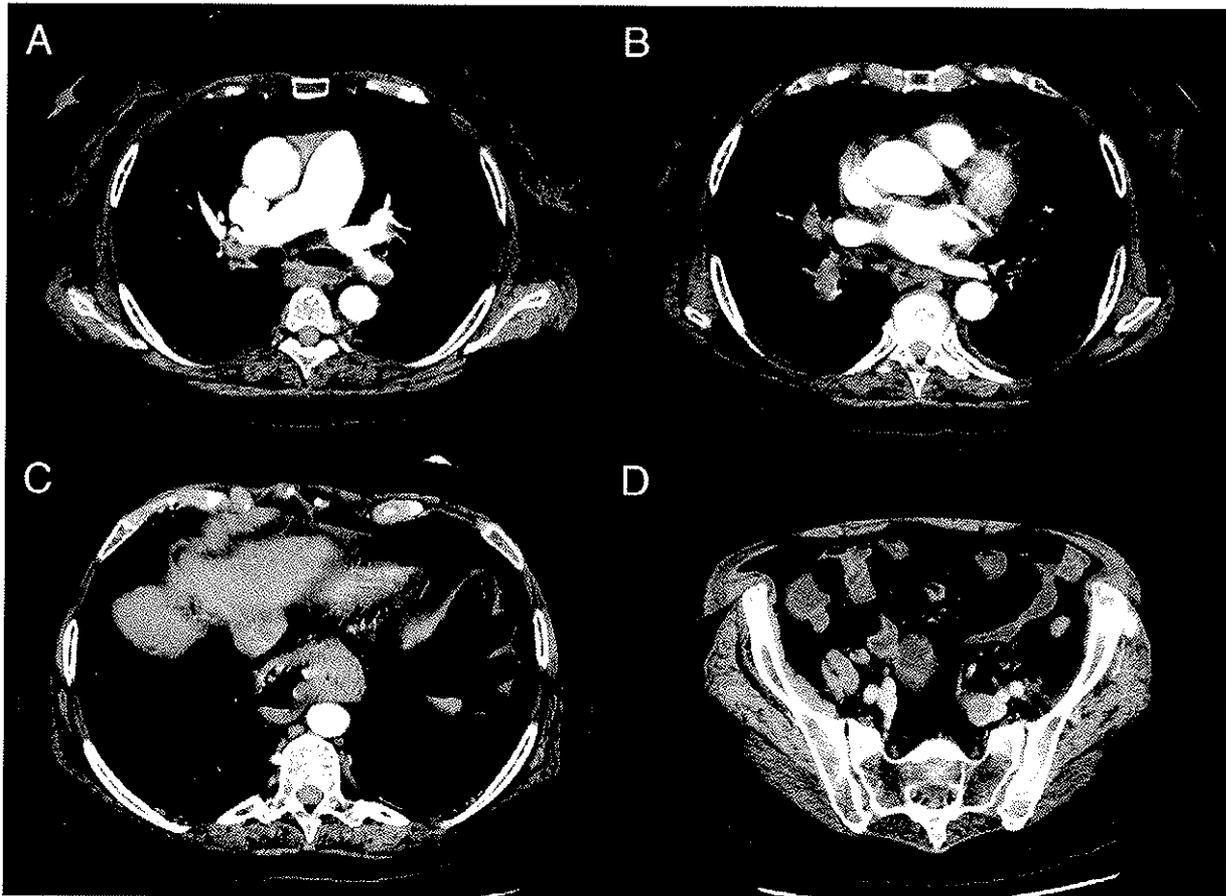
Angio-TDM {Sohns, 2008 #95}
